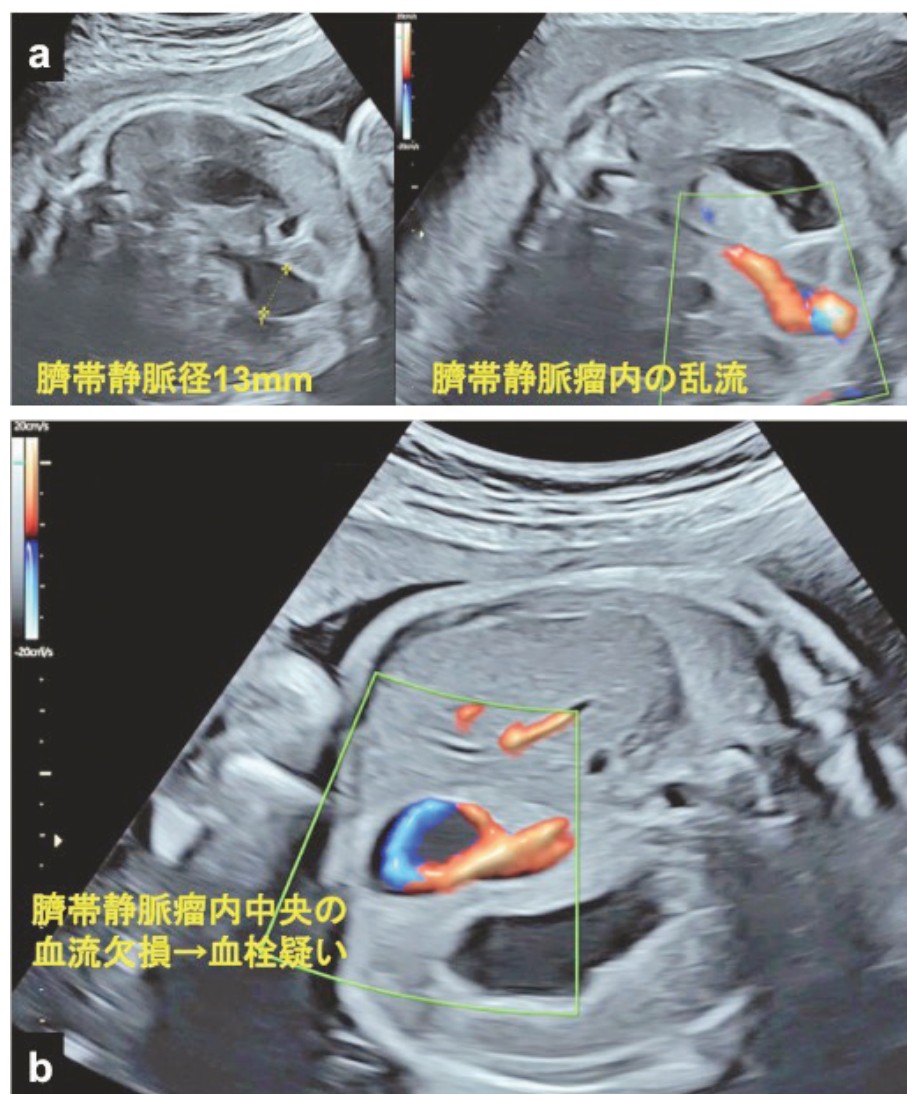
胎児超音波像（使用機器：Voluson E10, RM6C プローブ）。a 妊娠 31 週。b 妊娠 34 週
